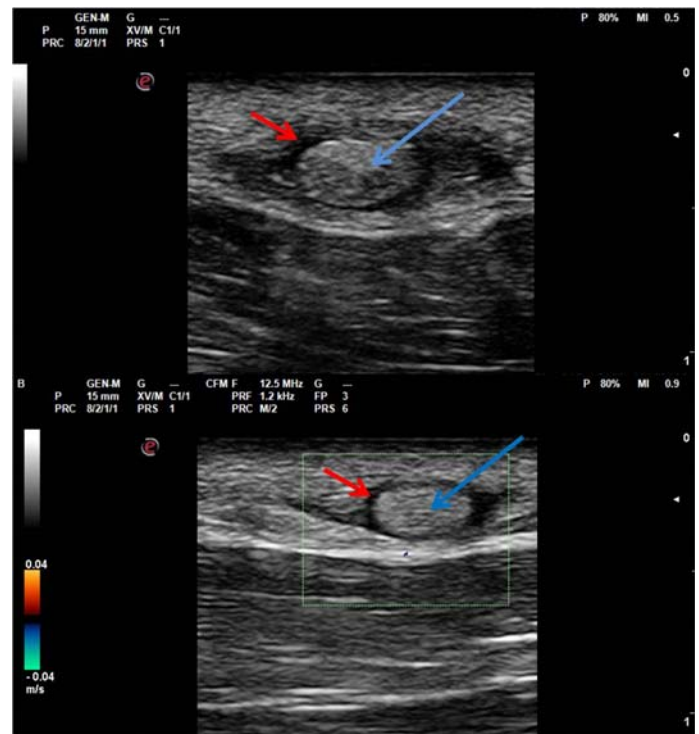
Ultrasound image with a 22MHz high resolution probe showing a well-defined ovoid structure with hyperechoic and heterogeneous central zone (blue arrow) and a hypoechoic halo that surrounds it and separates it from the rest of the subcutaneous cellular tissue (red arrow).
